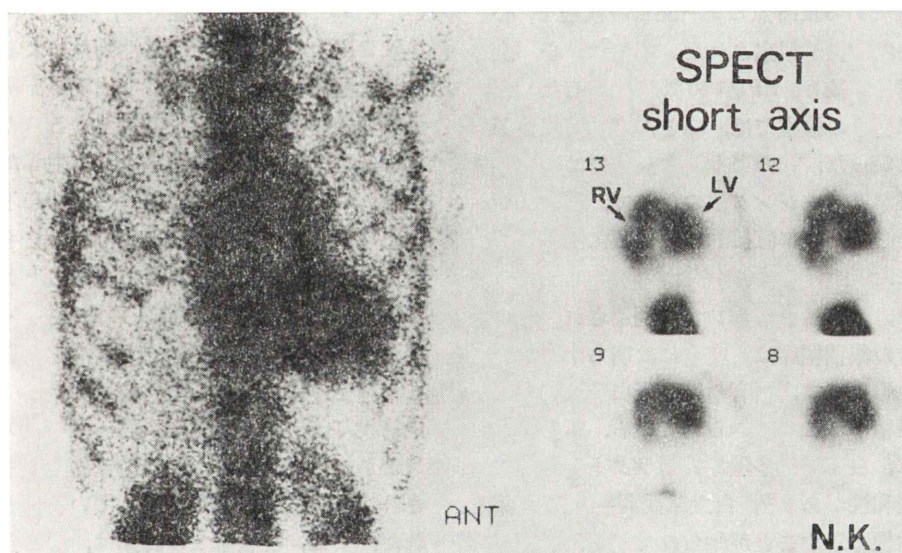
Tc-99m pyrophosphate myocardial scintigrams. Although planar imaging (left) showed the diffuse accumulation in the heart, SPECT images indicated that the accumulation was due to the blood-pool effect and no accumulation was detected in the myocardium.
